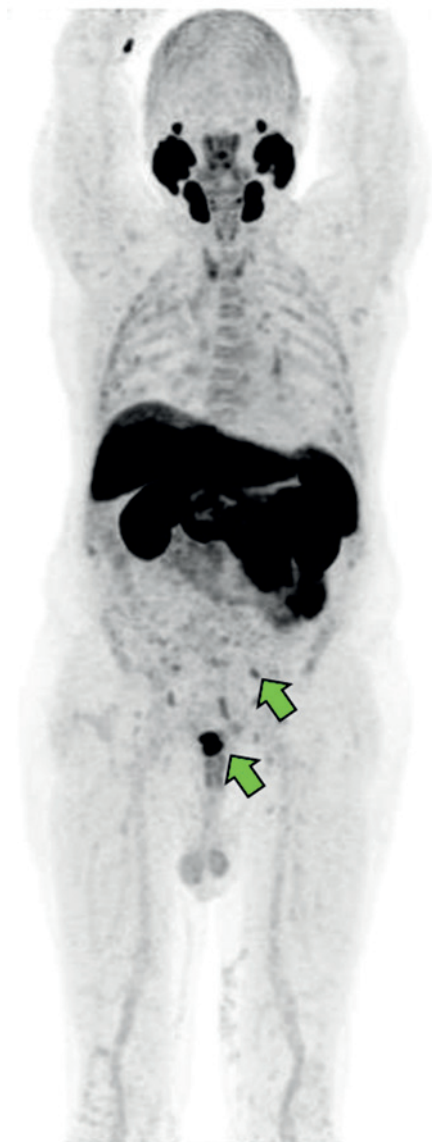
Пациент Г. MIP (проекция максимальной интенсивности) ПЭТ-изображение с <sup>18</sup>F-ПСМА-1007. Отмечается патологическое накопление РФП в забрюшинных и тазовых лимфоузлах, в предстательной железе
